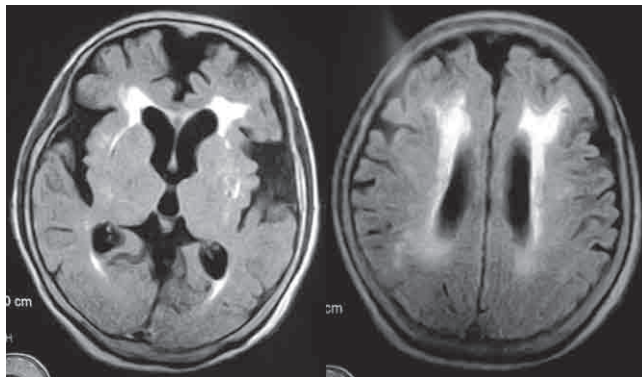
MRI-defined VD 患者の頭部 MRI 所見
